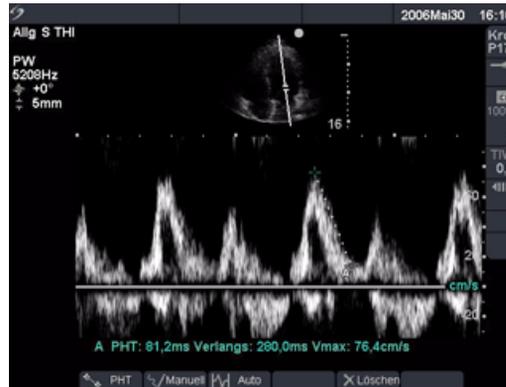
Doppler-Kurve mit zwei Geschwindigkeitsmessungen
